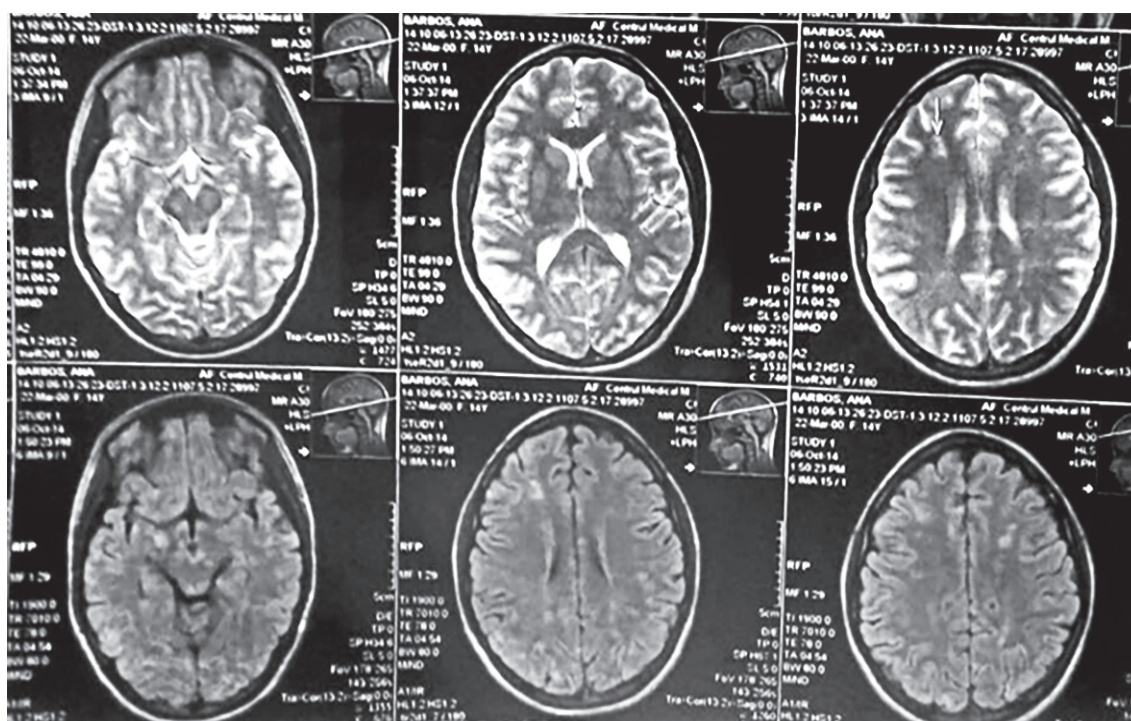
RMN cerebral (27.10.2014)
